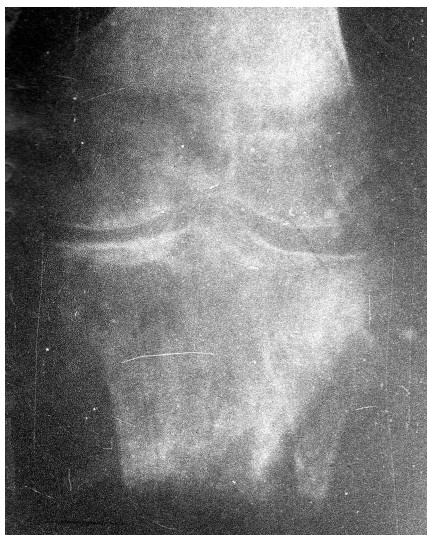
Фото рентгенограми.
